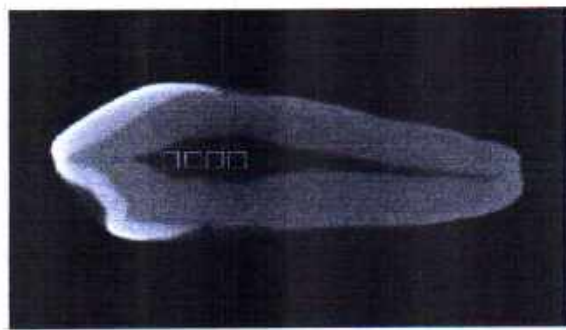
Sampel Pulpa dari Digitalisasi Radiograf Periapikal yang Telah Ditentukan ROI
